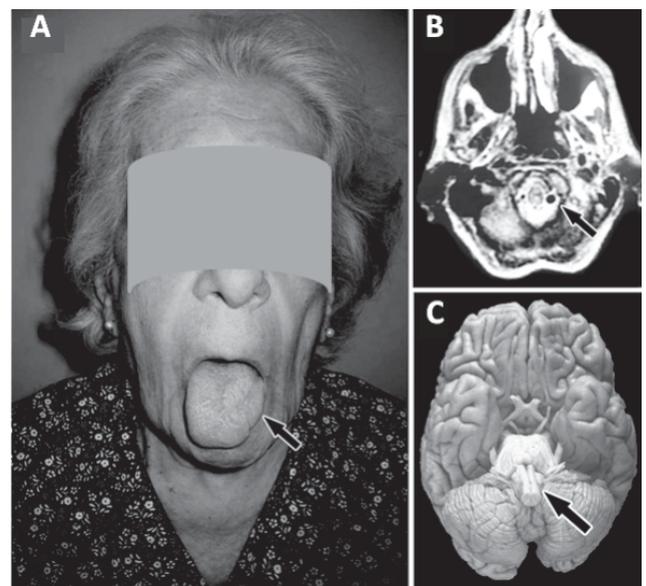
Atrofia da hemilíngua à esquerda (A). Tomografia computadorizada de crânio com seta assinalando artéria vertebral esquerda ectásica (B). Cérebro isolado (que não é da paciente em questão), com seta apontando para o local onde ocorreu o aprisionamento hipoglosso-vertebral.
